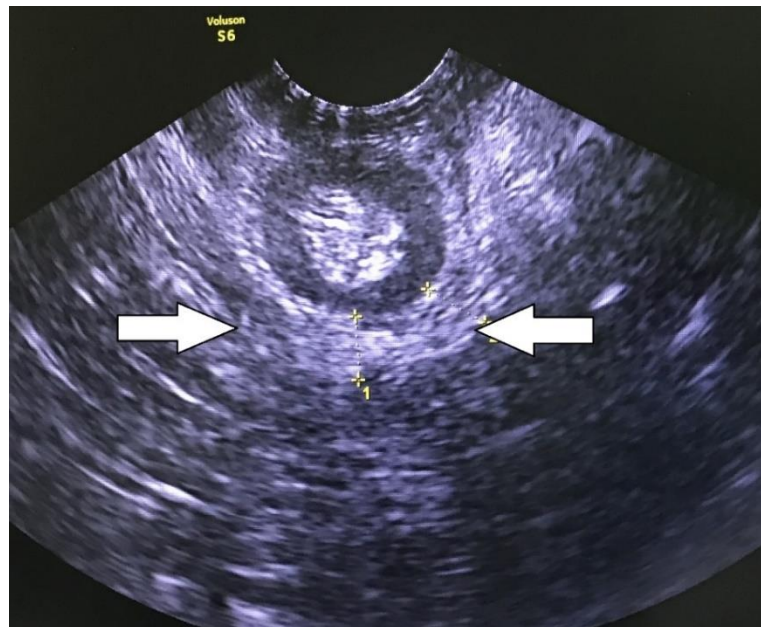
ТП-УЗИ. Истончение *m. puborectalis* (D=0,67 cm)
